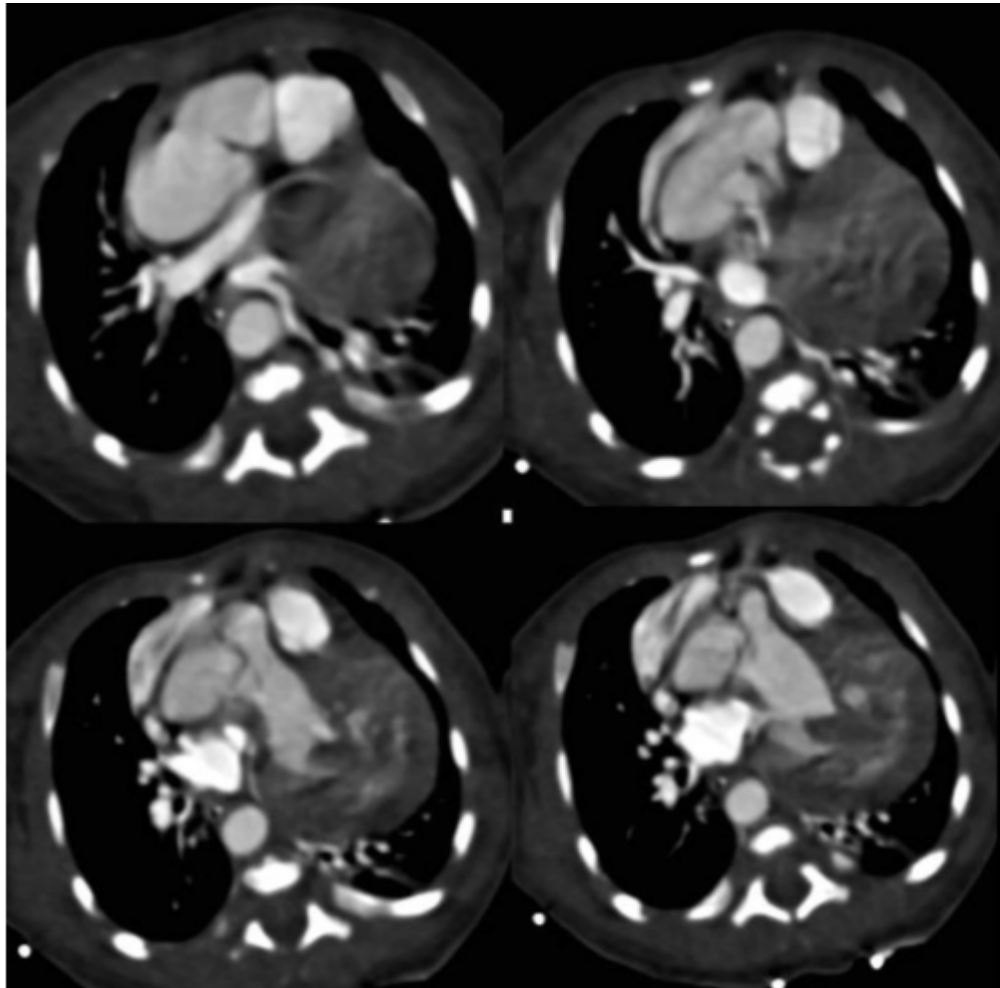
TDM thoracique, en coupes axiales, révélant l'existence d'un tunnel aorto-ventriculaire gauche[69].
